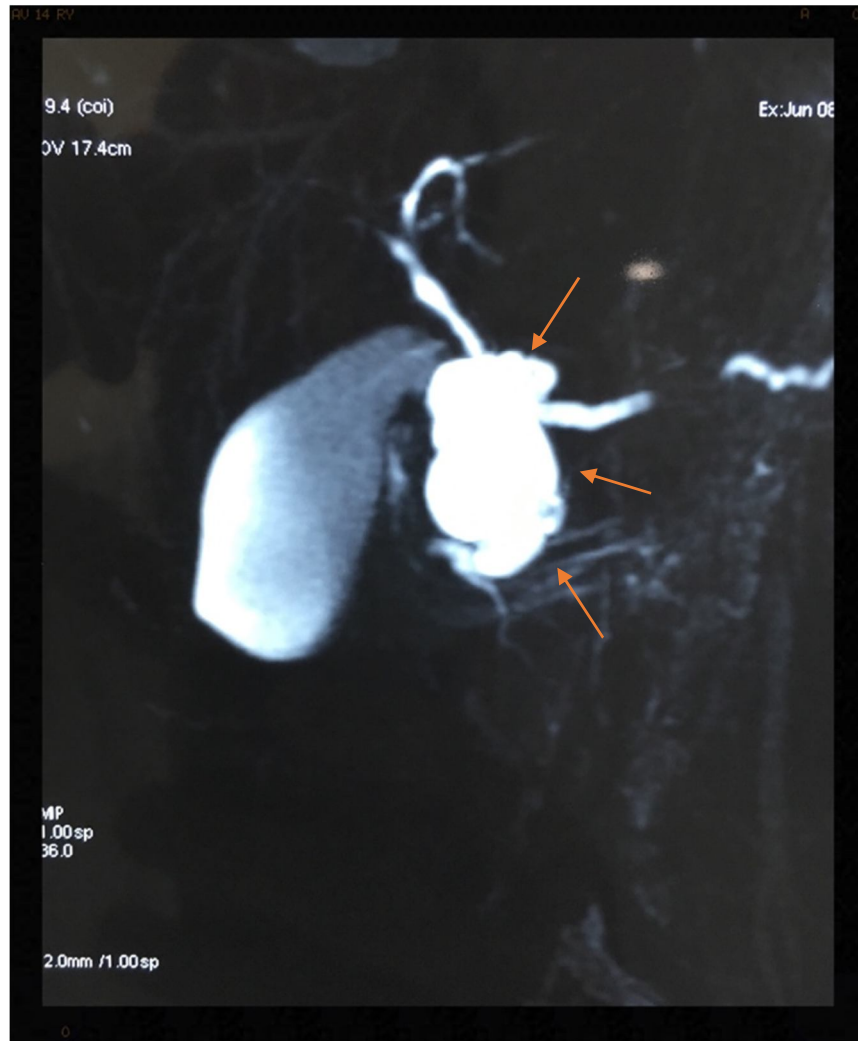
exploration par bili-IRM montrant le cystadénome séreux au niveau de la tête du pancréas.
